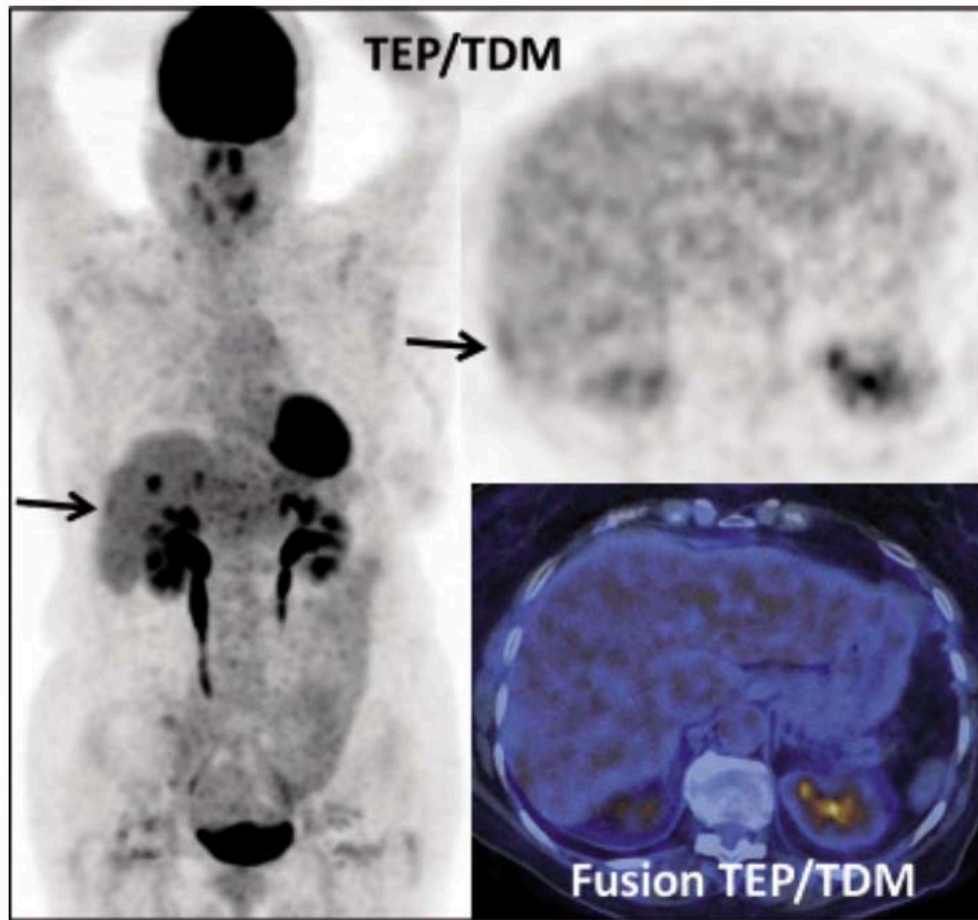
TEP/TDM objectivant des fixations hépatiques
